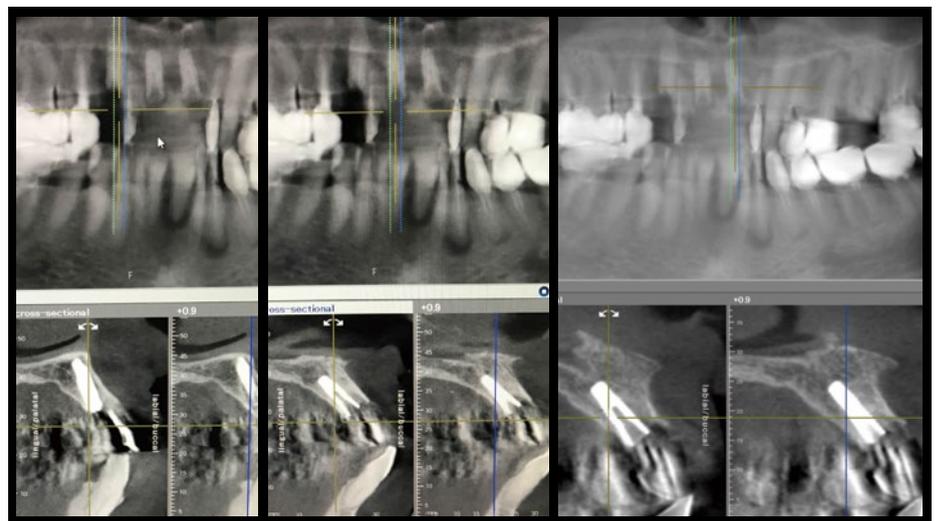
3(左)、1(中央)、1(右)のインプラント埋入後のCT像。3 1 1 において十分な唇側のスペースが確保されているのが確認できる。
